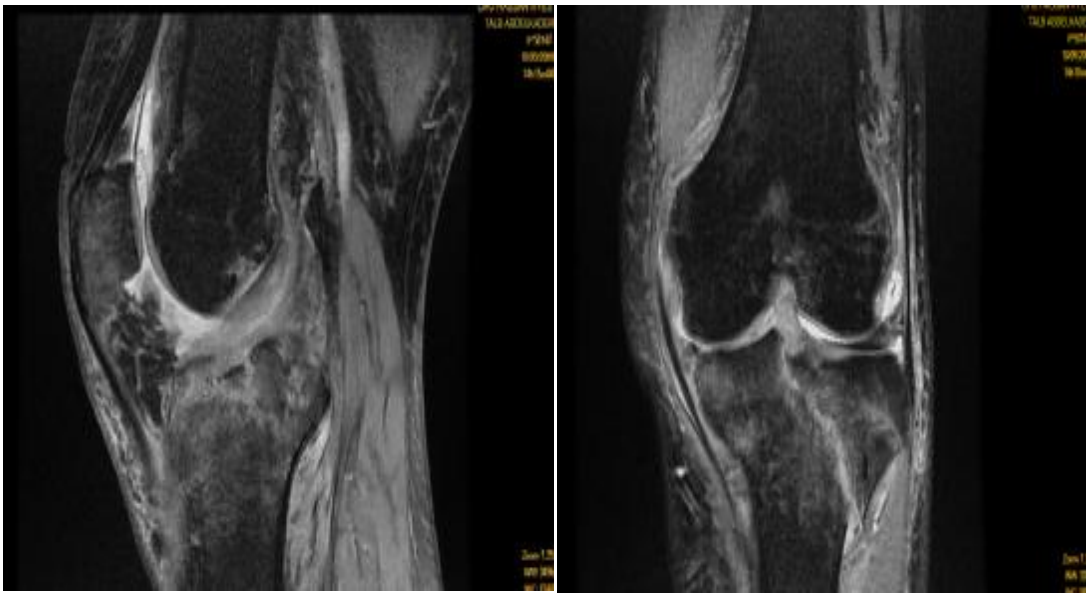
coupe d'IRM montrant une lésion du LCA
